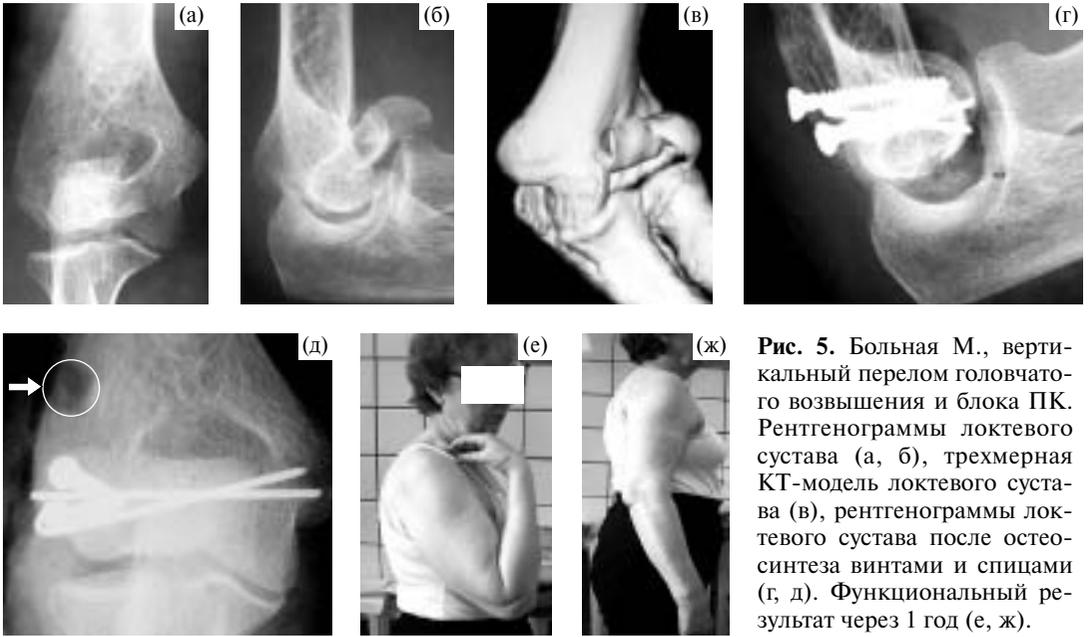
Больная М., вертикальный перелом головчатого возвышения и блока ПК. Рентгенограммы локтевого сустава (а, б), трехмерная КТ-модель локтевого сустава (в), рентгенограммы локтевого сустава после остеосинтеза винтами и спицами (г, д). Функциональный результат через 1 год (е, ж).
